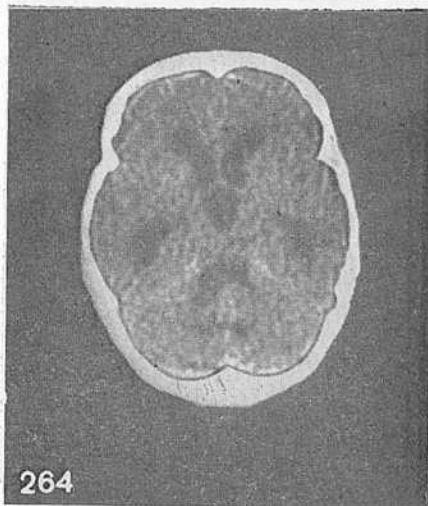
Серия КТ у больного с транстенториальным ростом менингиомы мозжечкового пагета (а, б, в).
